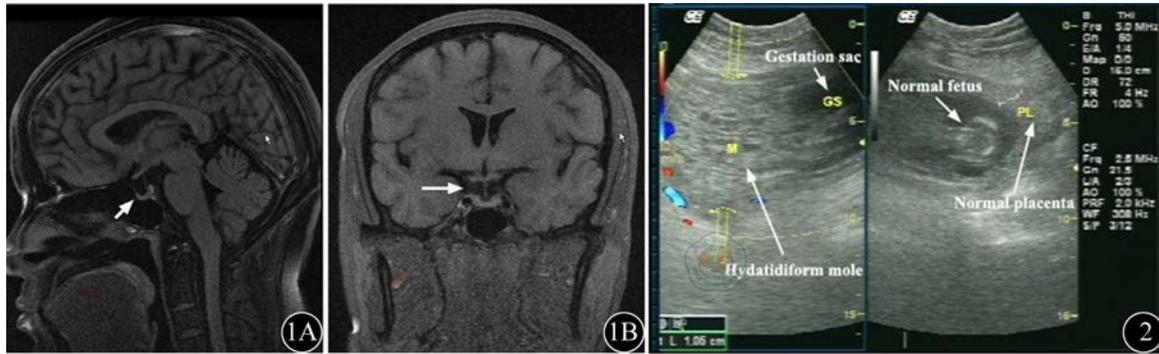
患者脑矢状面(1A)和冠状面(1B)核磁共振影像学(MRI)分别示垂体腺缩小(短箭头)和空蝶鞍(长箭头) 图2 超声示葡萄胎同时存在活胎儿和正常胎盘
